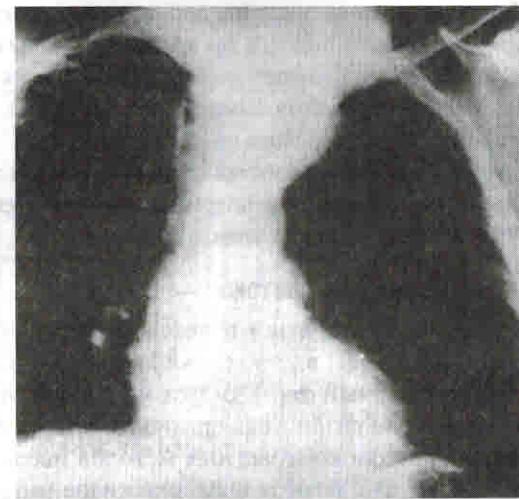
Рентгенограмма того же больного: контрастирована шейно-средостенная киста грудного протока слева
